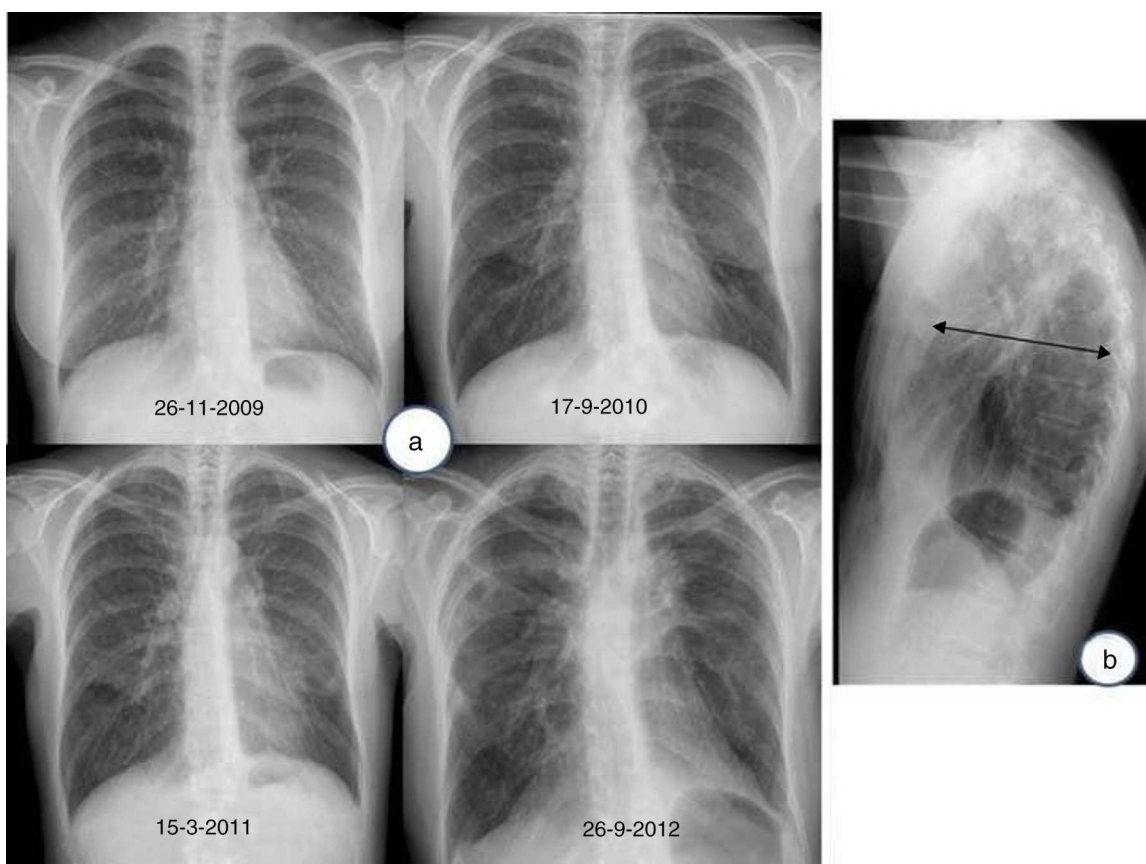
a) Radiografía de tórax (proyección postero-anterior): Evolución de un caso de fibroelastosis pleuropulmonar, caracterizada por una pérdida progresiva de volumen pulmonar a expensas de los lóbulos superiores, con una retracción ascendente de ambos hilios, así como por engrosamientos pleurales biapicales. b) Radiografía de tórax (proyección lateral): aplanamiento de la caja torácica; obsérvese la disminución del diámetro anteroposterior de la caja torácica (flecha) en relación con el diámetro cráneo-caudal.
